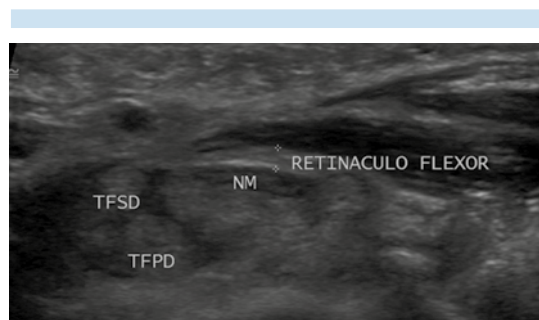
Imagen ultrasonográfica transversal: engrosamiento del retináculo flexor de hasta 1.5 mm. TSFD: tendón flexor superficial; TFPD: tendón flexor profundo; NM: nervio mediano.
